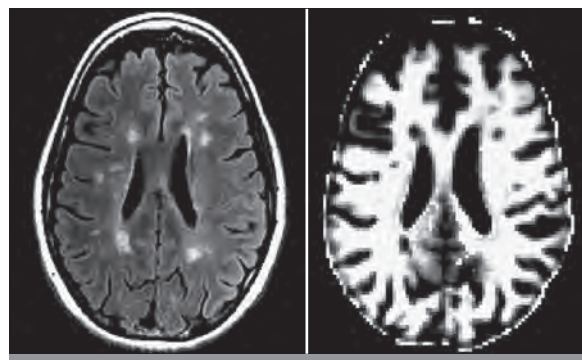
Secuencia FLAIR y secuencia DESPOT (myelin water fraction map). En la secuencia DESPOT es posible observar la disminución o ausencia de mielina en zonas que corresponden a lesiones hiperintensas en FLAIR. Imagen cedida por Roland G. Henry, Center for Functional and Molecular Imaging, Department of Radiology and Biomedical Imaging, UCSF (University of San Francisco, California).
